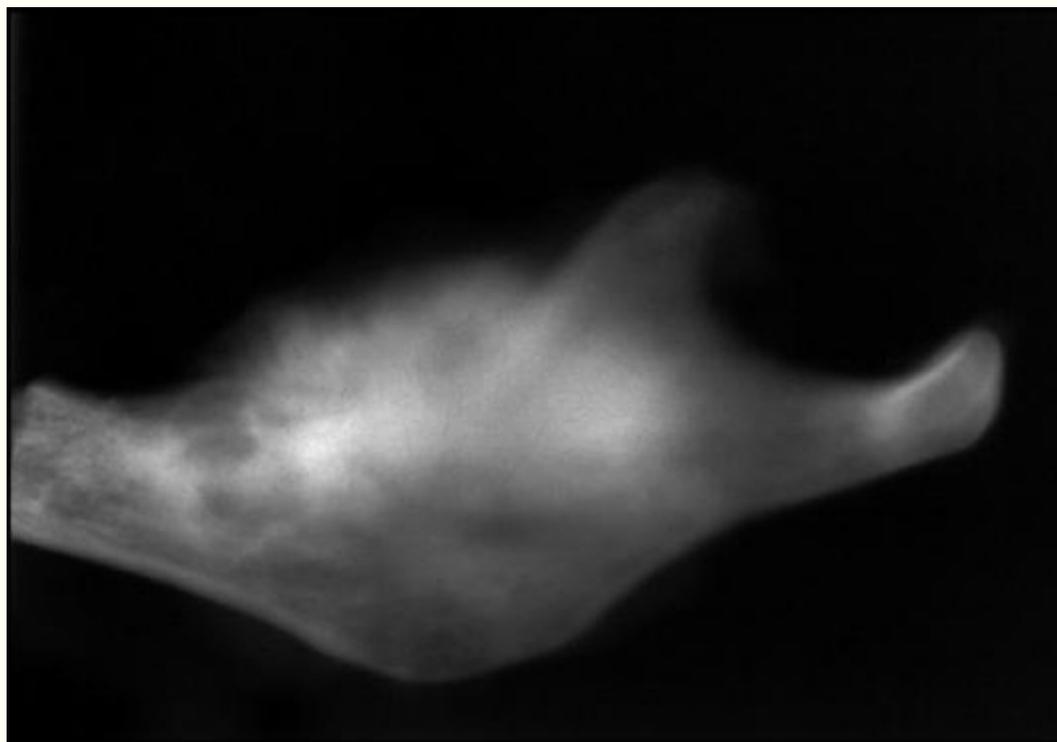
Рак нижней челюсти. На рентгенограмме виден дефект кости, патологический перелом.
